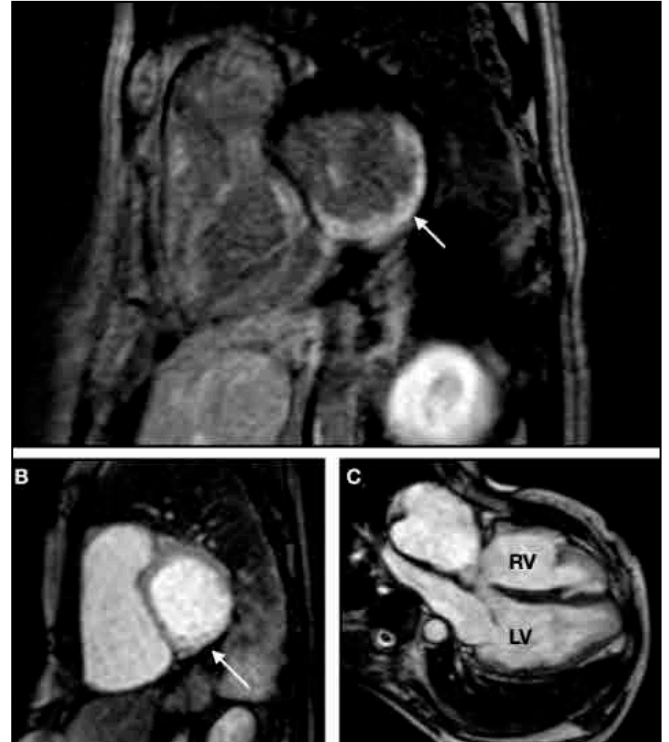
Basal to midventricular edema is present in the LV lateral and inferolateral wall(shown in the T2W image(A))The late gadolinium-enhanced cardiac MR images(B) show LGE in the intramyocardial region.
